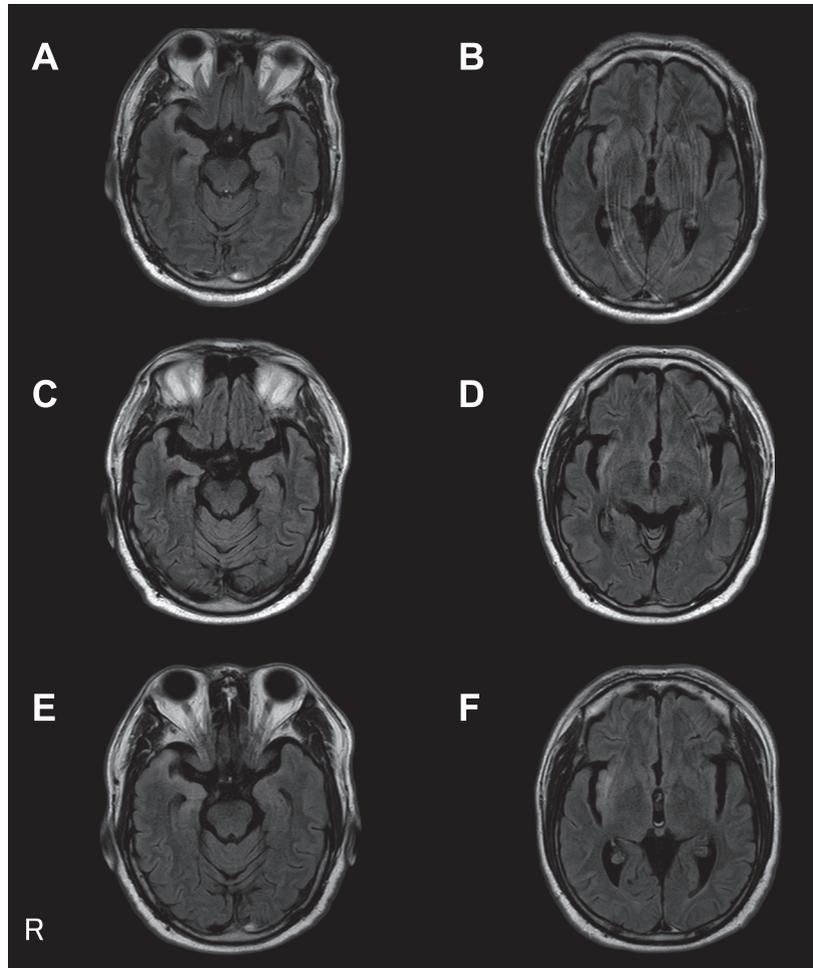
Axial views in brain MRI. FLAIR images on day 1 (day of admission) (A, B), day 378 (C, D) and day 571 (E, F). FLAIR images (1.5 T, TR: 10,000 msec, TE: 120 msec) on day 1 showed abnormal hyperintensities in the right temporal pole, bilateral amygdala to hippocampus, and right insular cortex. MRI on day 378 after surgical resection showed a mild decrease of the abnormal hyperintensity area compared to images on the day of admission, but MRI on day 571 showed that this area had increased again due to regrowth of the tumor.
